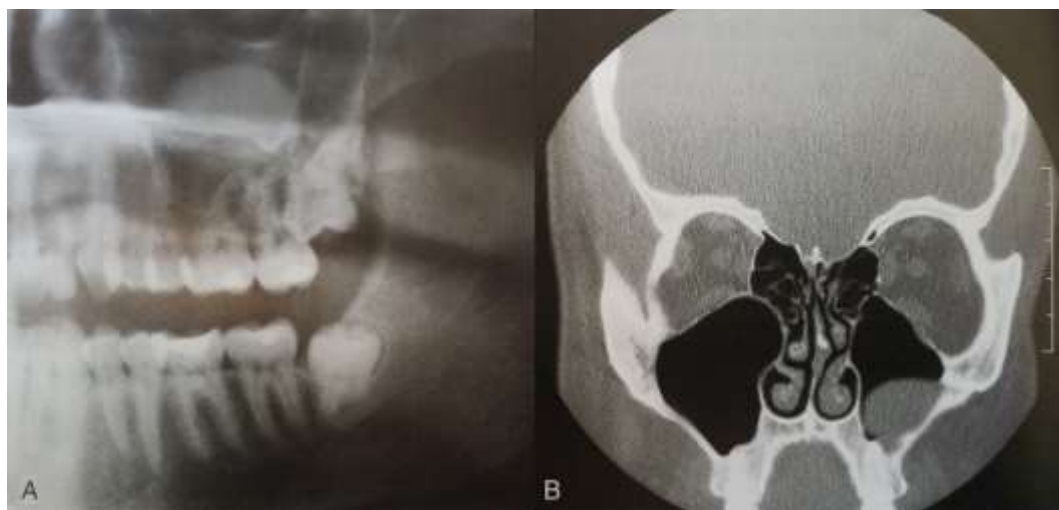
Quisto de retenção do seio maxilar. A: Ortopantomografia. B: TC, imagem coronal.
